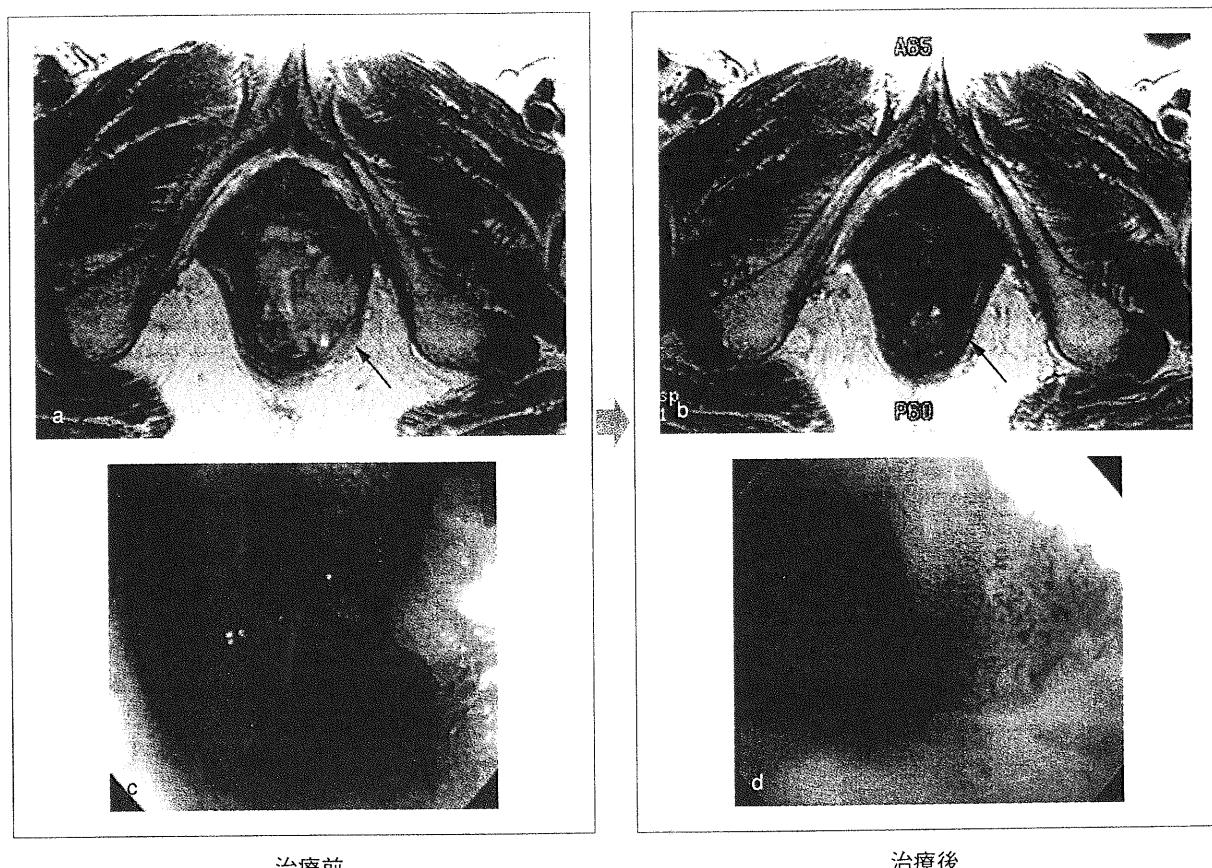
MRI：肛門左壁に腫瘍（原発巣）を認める(a)。治療により完全に消失している(b)。
